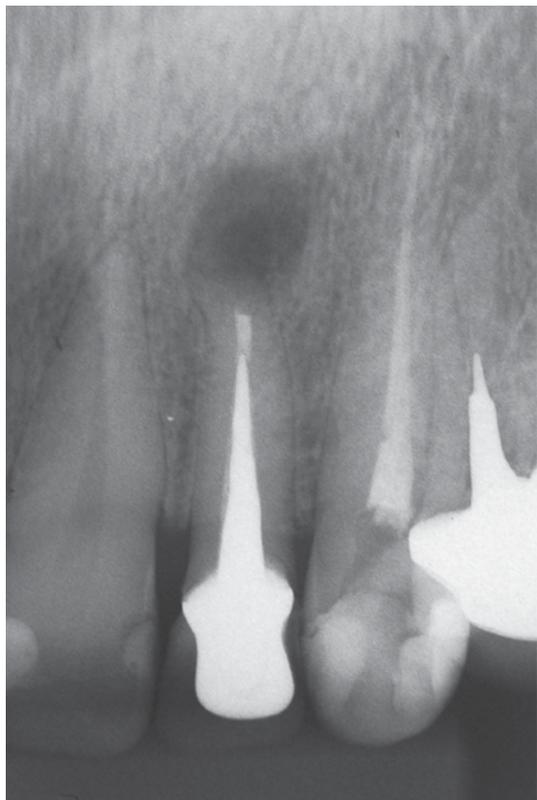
Radiografia pós-operatória
